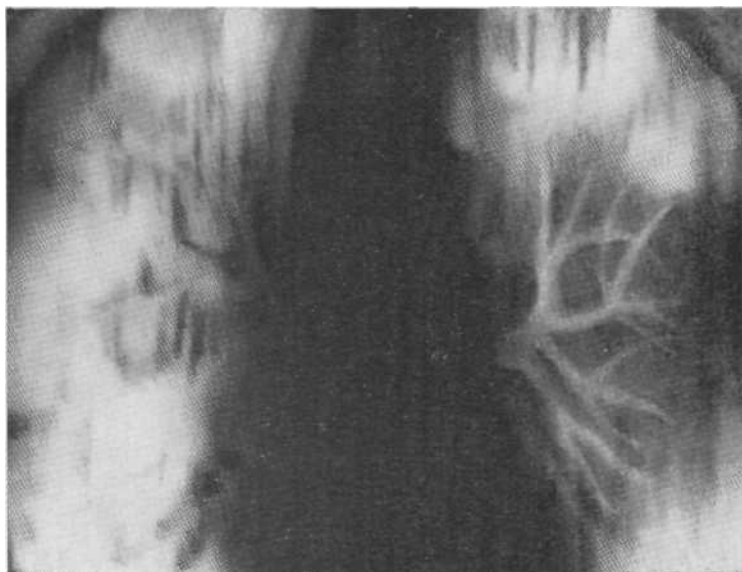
Томограмма. Нечетко очерченные сливающиеся очаговые тени. На фоне «уплотненной» легочной ткани видны просветы бронхов 3—4-го порядка. Биопсия — бронхиоло-альвеолярный рак.
